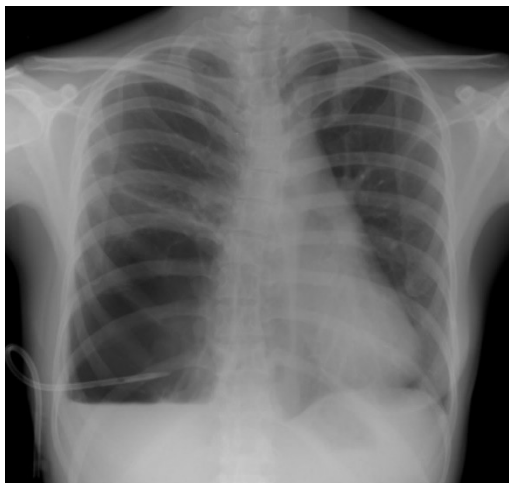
Radiografi konvensional toraks dimana tampak lusensi berdinding tebal dengan *air-fluid level* didalamnya. Tampak terpasang selang drainase pada hemitoraks dekstra yang berujung di lesi.
